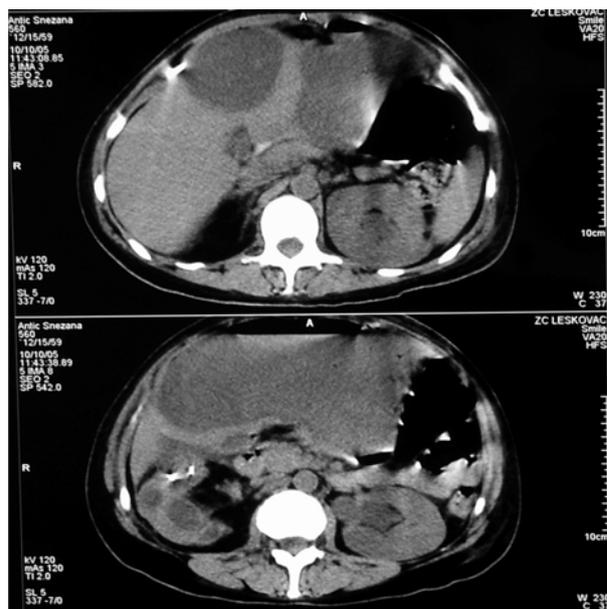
Significant amount of turbid liquid in abdominal cavity (computerised tomography finding)
